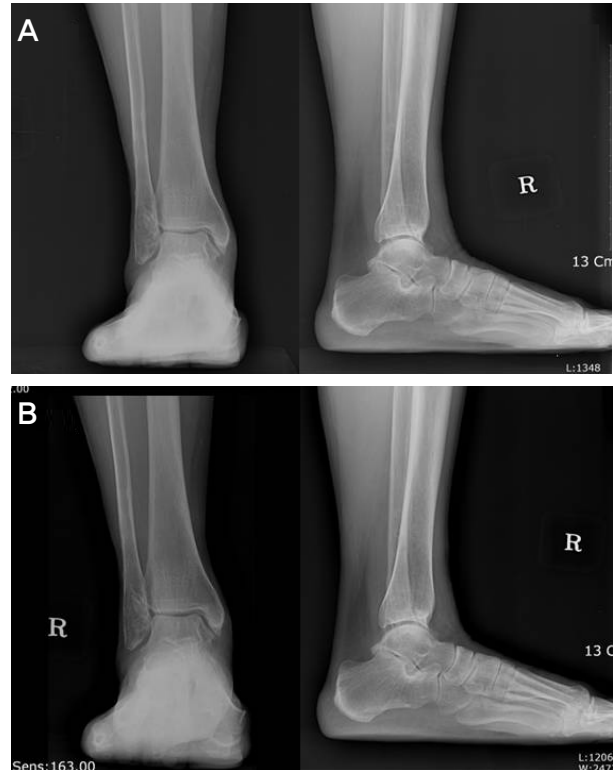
Radiographs show 57 year old female ankle. Initial radiograph shows Takakura stage I ankle osteoarthritis on right ankle (A). After injection of hyarulonic acid, ankle pain was improved and no radiographic stage change was found on two year follow-up radiograph (B).
